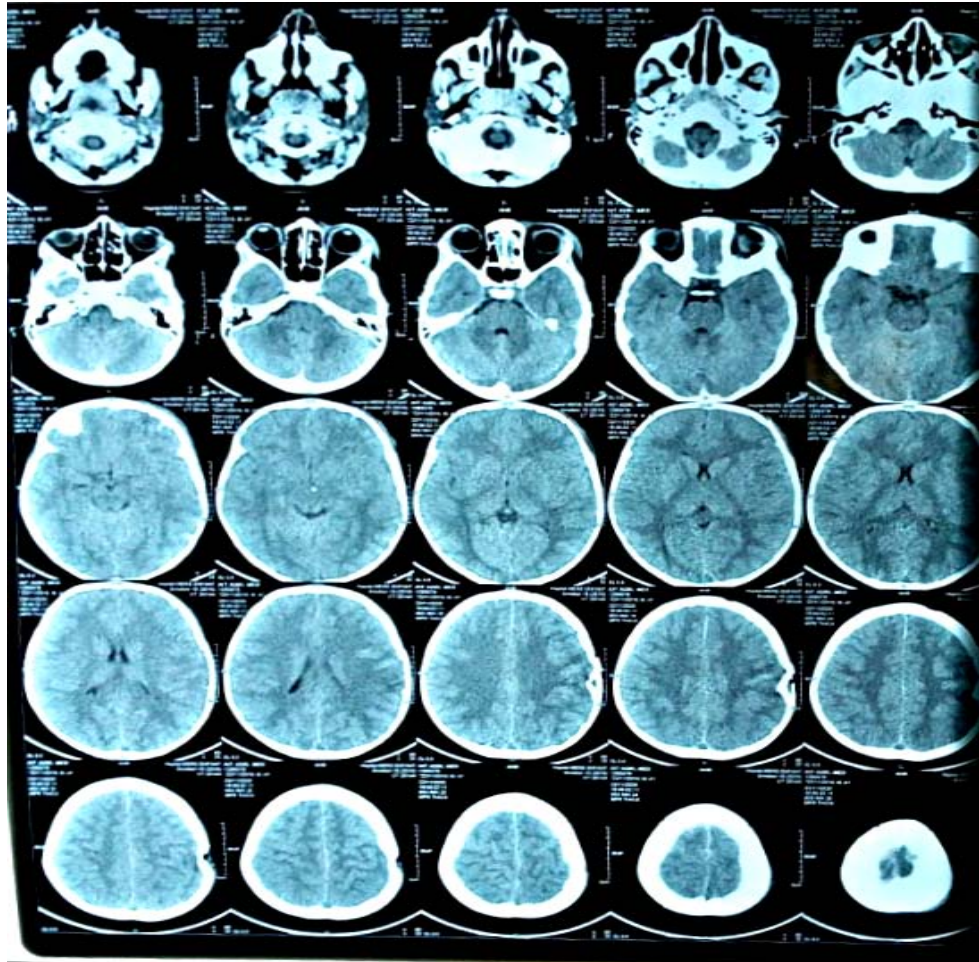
Coupes axiales d'une TDM cérébrale d'une patiente montrant des ventricules de taille normale
